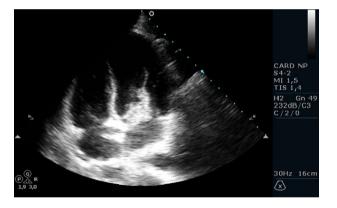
Ecocardiograma transtorácico: massa aderente ao folheto anterior da válvula mitral que durante a diástole faz protusão para o interior do ventrículo esquerdo.
